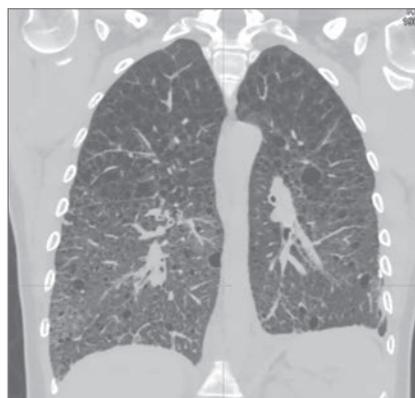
КТ ОГК від 07.05.2021 (через 3 місяці після операції)
